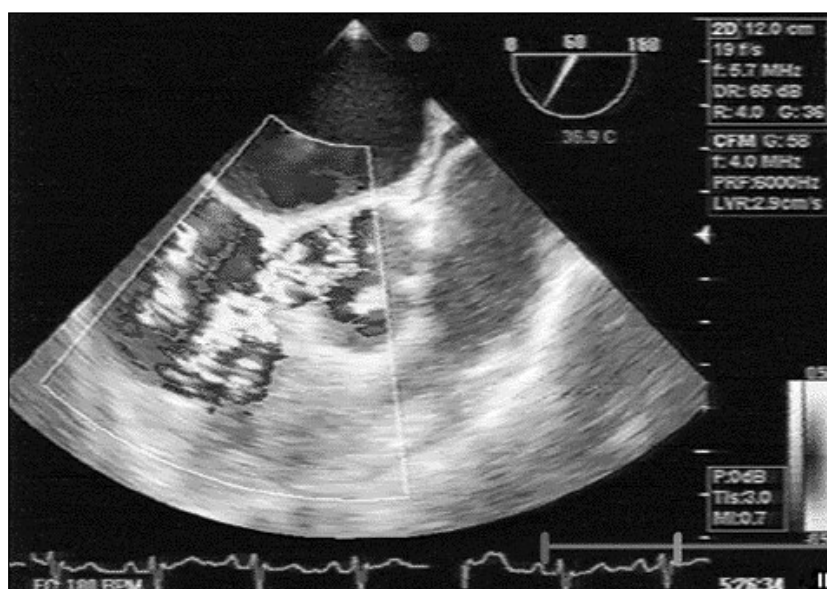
Ecocardiograma transesofágico - aspecto bidimensional e Doppler-cor. Plano com válvula aórtica em curto eixo a 60°, observando-se passagem de fluxo da aorta para a aurícula direita através de ruptura de aneurisma do seio de Valsalva não coronário.
